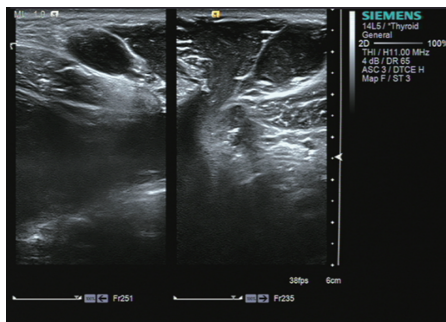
膀胱充盈前二维超声示包块内回声欠均匀,其内探及多条分隔,呈多房样
